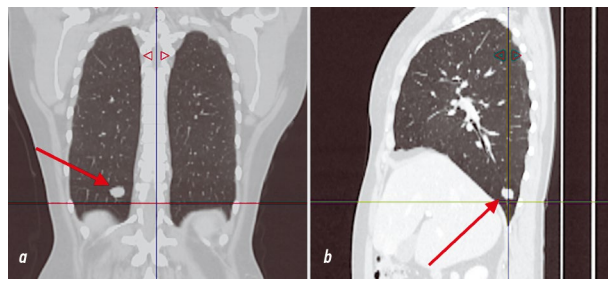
МСКТ. Стрелкой указано новообразование в верхней доле левого легкого.
